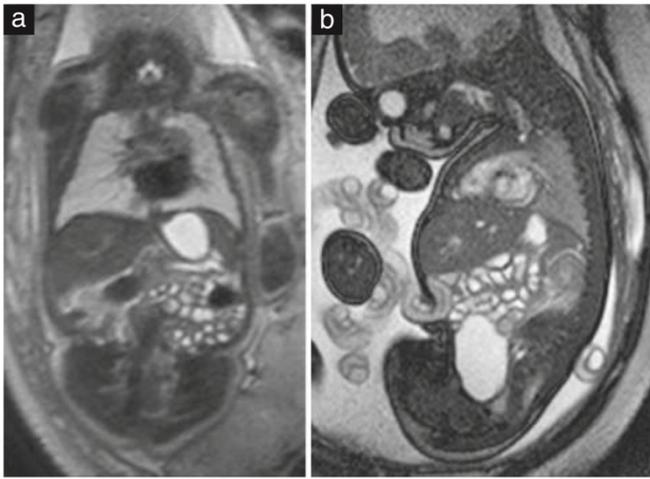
(a) Imagen de resonancia magnética coronal potenciada en T2 en un feto de 32 + 2 semanas, que muestra asas intestinales y estómago llenos de líquido. (b) Imagen sagital de precesión libre en estado estacionario (SSFP) en un feto de 35+6 semanas, mostrando además la vejiga urinaria llena de líquido. Obsérvese la hiperintensidad del corazón en esta imagen en contraste con la imagen potenciada en T2 (a).
